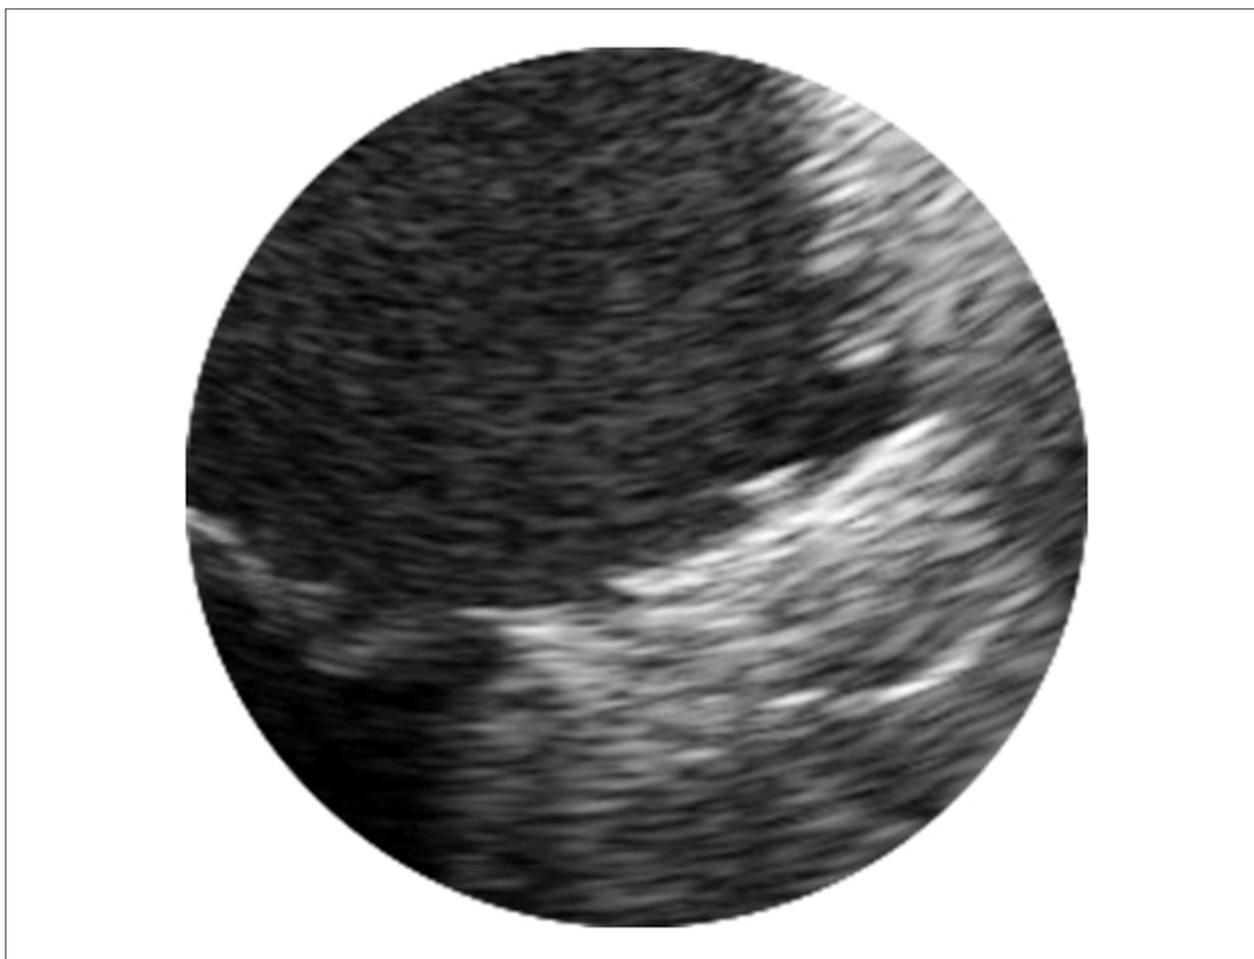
Ecocardiografia transesofágica de controle 4 meses após oclusão do apêndice atrial esquerdo com o Amplatzer Cardiac Plug.
